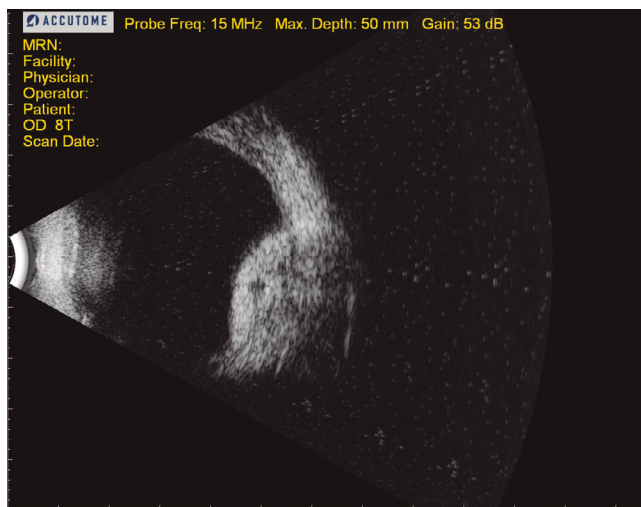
Ecografía de un melanoma de coroides
